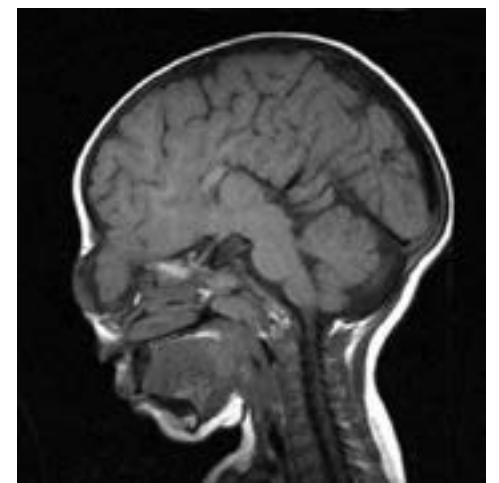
МРТ назоетмоїдального енцефалоцеле
